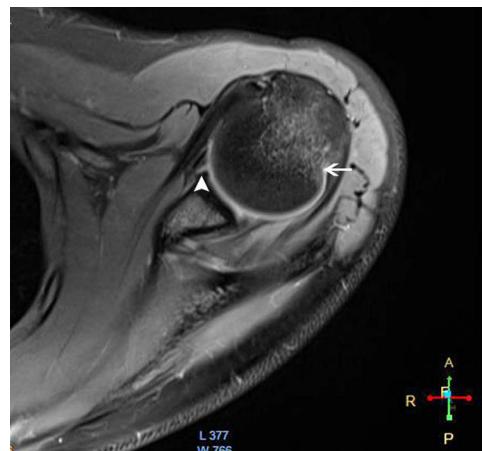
Resonancia magnética de hombro izquierdo. En esta proyección axial de la resonancia previa al manejo quirúrgico, se observa una lesión Bankart blanda (cabeza de flecha) y edema de la región posterolateral de la cabeza humeral (flecha).
